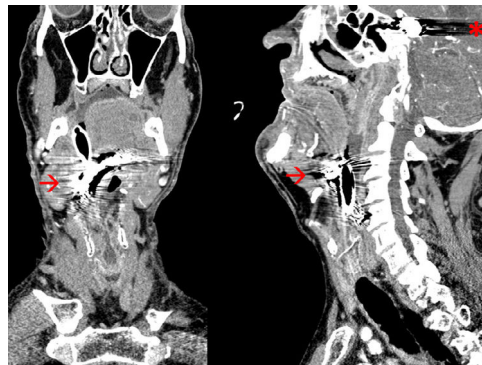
Cortes de la TAC craneal, coronal y sagital con artefactos metálicos.
